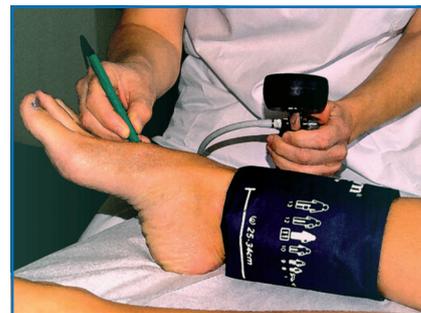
Mesure de pression de cheville par la méthode Doppler.
